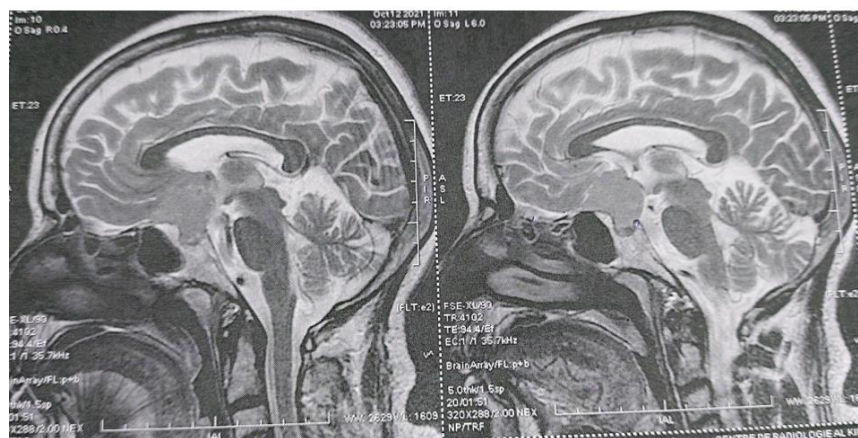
IRM cérébrale – coupe sagittale – séquence T2, mettant en évidence une lésion suprasellaire de signal iso- à légèrement hyperintense, avec compression chiasmatisque sans signe d'œdème parenchymateux associé.
